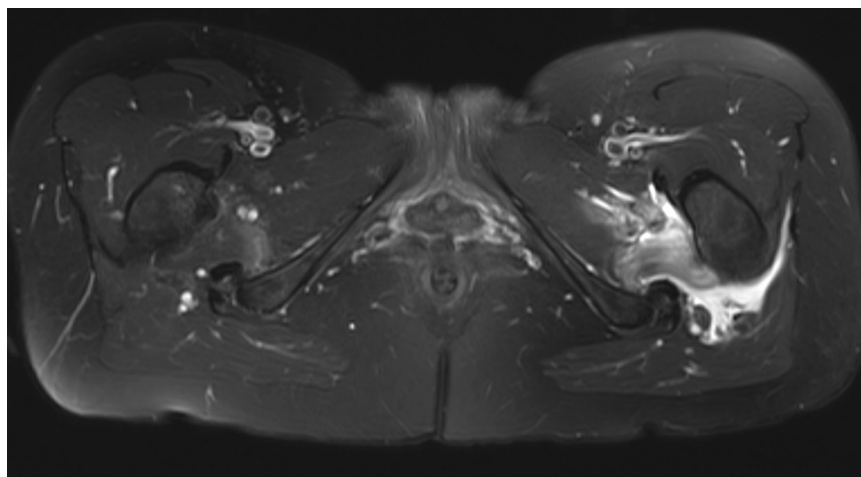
IRM du bassin (séquence T2 FAT SAT) montrant un œdème du muscle carré fémoral gauche avec bursite de contiguïté chez une femme de 35 ans, footballeuse, présentant des douleurs à la hanche gauche à l'extension lors du tir au ballon.
